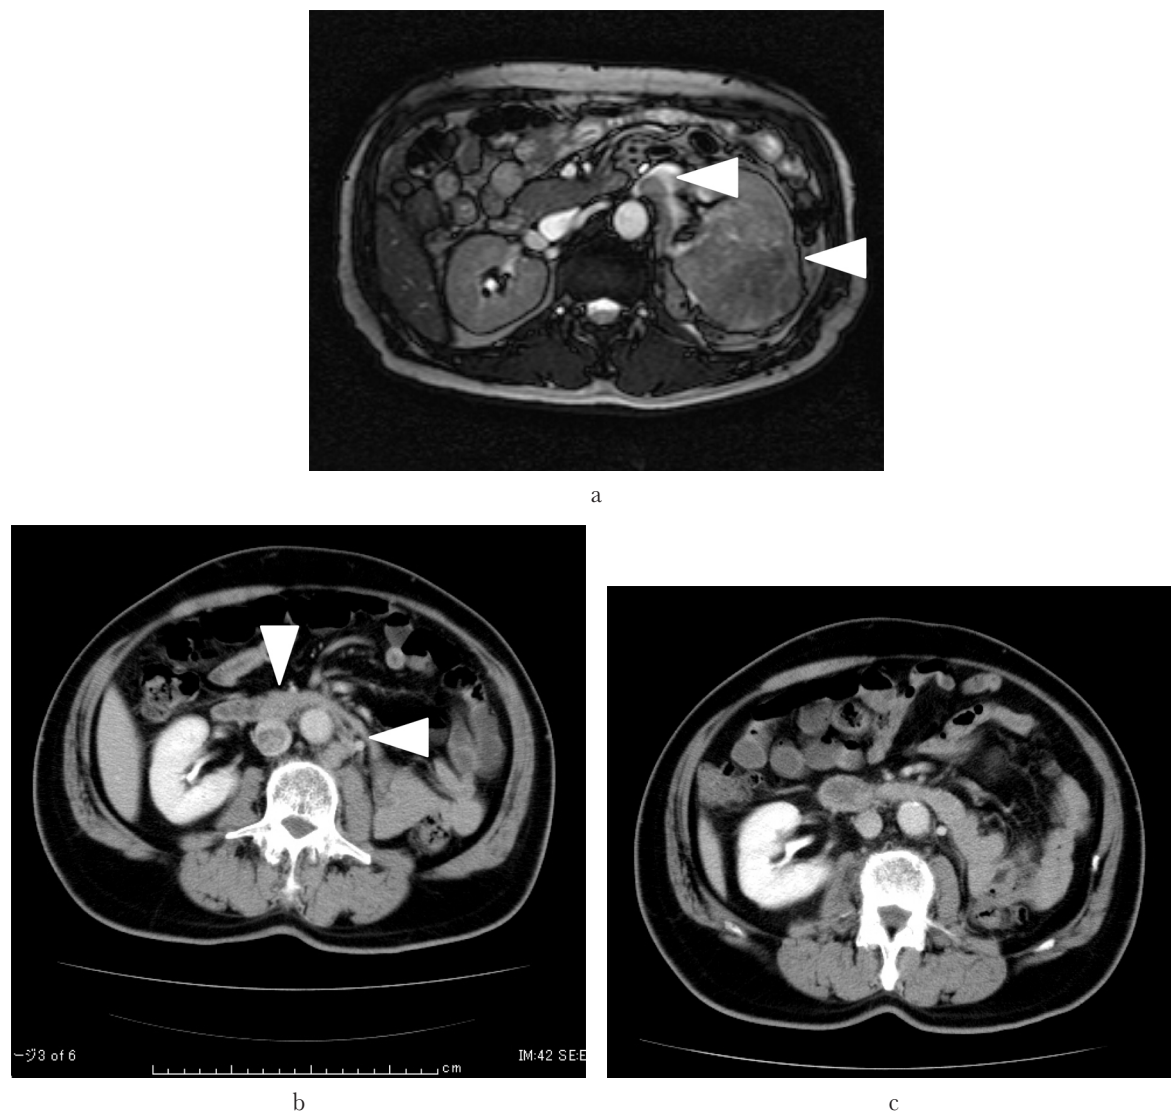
a) MRI shows a 9 cm left renal tumor which extended into the left renal vein. b) CT scan shows recurrent renal cell carcinoma in the IVC and the left renal fossa. c) CT scan shows disappearance of RCC in the IVC and reduction in the size of RCC in the renal fossa after 5 courses of sunitinib treatment.
